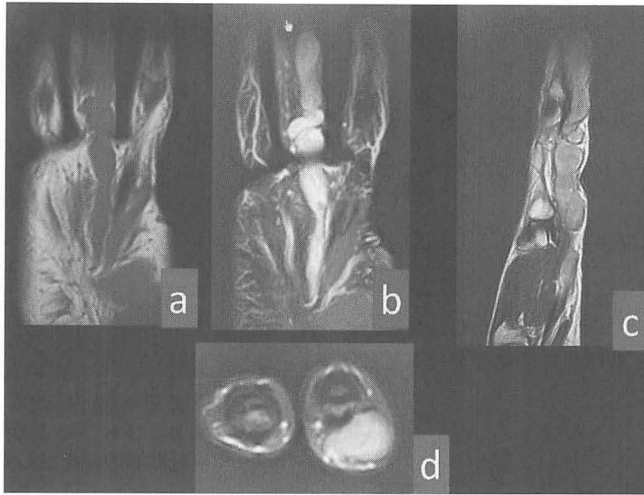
MRI所見：T1強調で等信号 (a)，fat sat で高信号 (b)，T2強調で高信号を呈している (c: 矢状断像および d: 横断像)。
